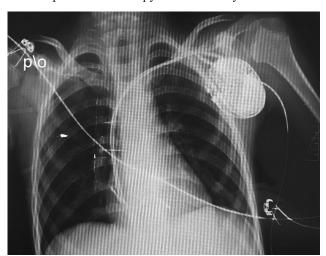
Рентгенография органов грудной клетки пациента после имплантации ЭКС.
